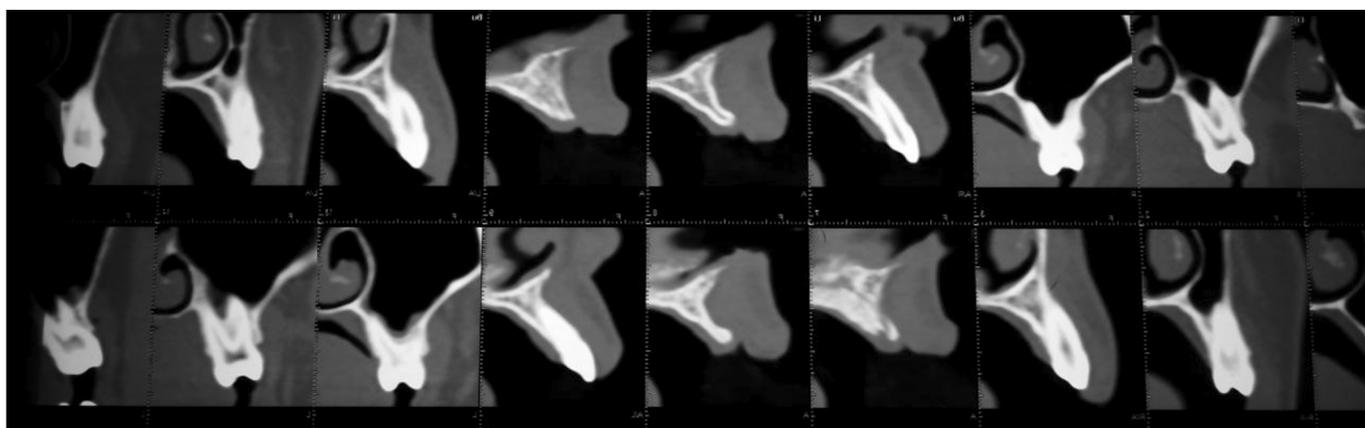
Фото КТ снимка костной ткани в 2011 году
